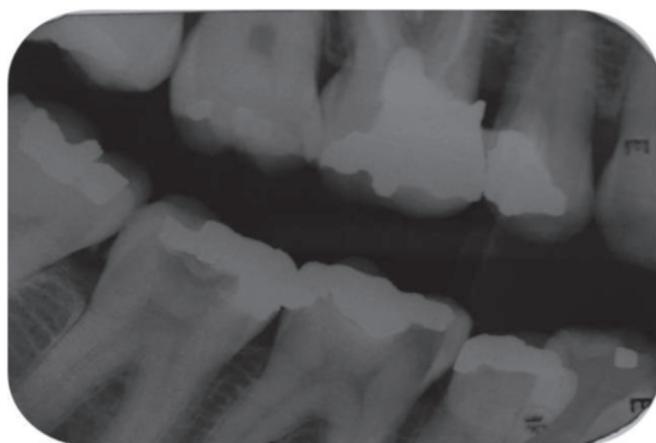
Radiografia interproximal evidenciando a presença de cárie dentária nos elementos 14, 46 e 47.
